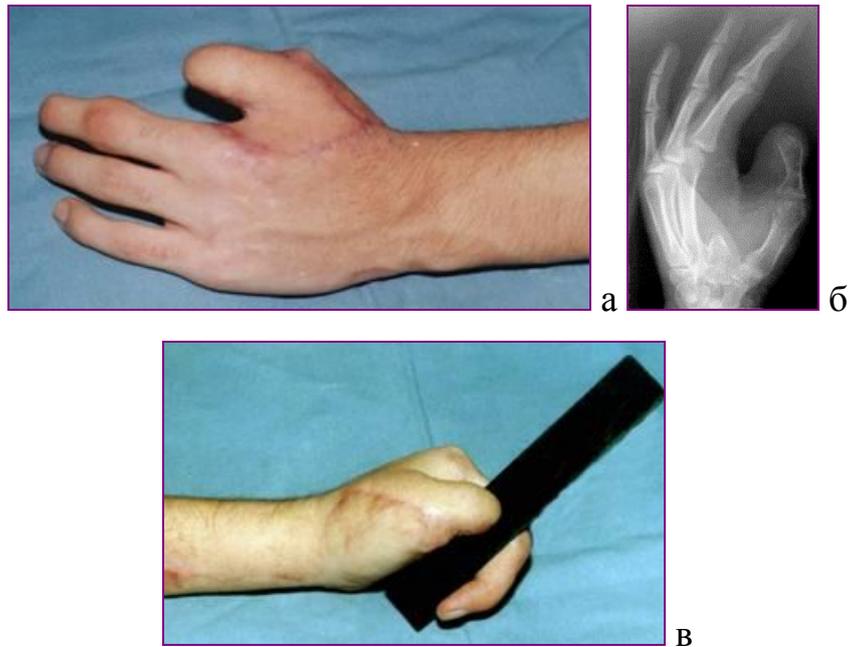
♂, 18 лет. Диагноз: посттравматический дефект первого, второго пальцев кисти с дефектом костной и покровных тканей. Выполнено реконструктивное хирургическое вмешательство – закрытие дефекта кисти с использованием кровоснабжаемого кожно-костного лучевого лоскута; а – состояние кисти в отдаленном послеоперационном периоде; б – рентгенограмма кисти после операции; в – функциональные возможности кисти в отдаленном послеоперационном периоде.
